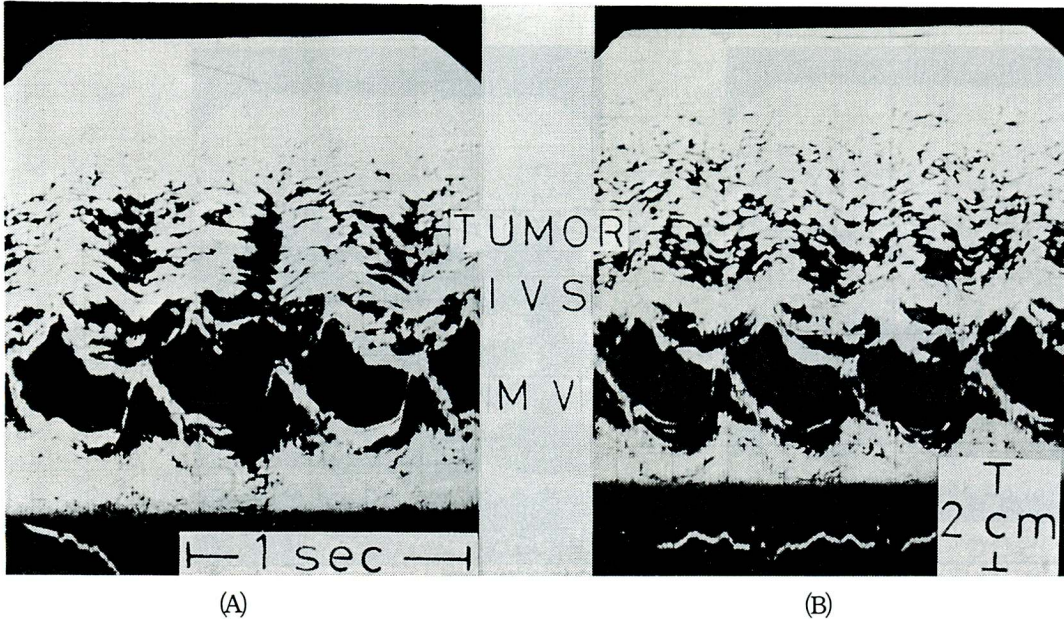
Ultrasound cardiogram with the beam directed through the right ventricle and left atrium, showing a characteristic wavy appearance of the abnormal echoes having multiple layered echo lines (TUMOR) (A), and clear echoes of the intraventricular septum (IVS) and mitral valve (MV) (B)
